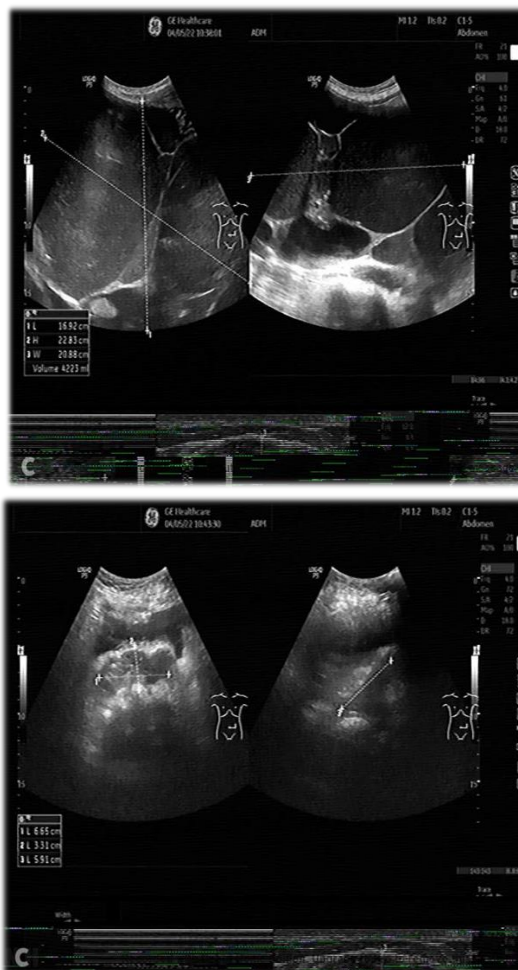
Ecografie abdominală: tumoră chistică gigantă abdomino – pelvină
